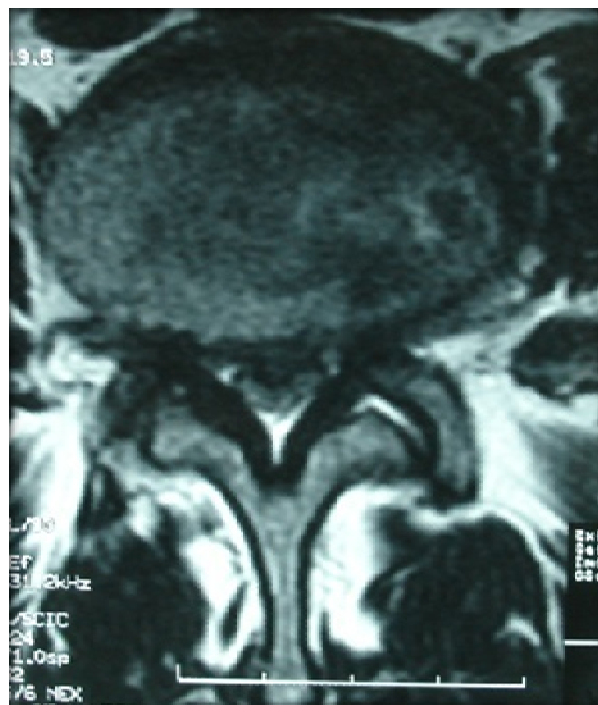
Coupe axiale d'une IRM lombaire en T2 montrant une hernie discale médiane avec une hypertrophie du ligament jaune et sagittalisation des articulaires.
